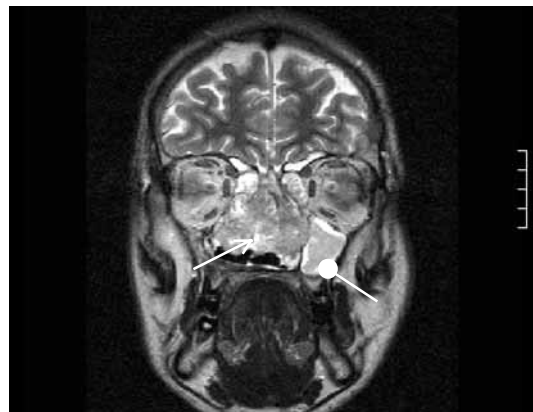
Пацієнт Ш., 54 р.; МРТ, корональна проекція, T2 ЗЗ. Естезіонейробластома решітчастого лабіринту з поширенням у порожнину носа, ліву верхньощелепну пазуху (звичайна стрілка), реактивний правобічний максиліт, фронтит (кругла стрілка)
